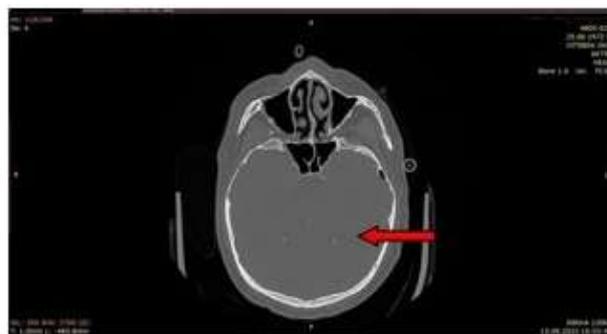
КТ верхнечелюстных пазух после проведенной санации верхнечелюстных пазух
